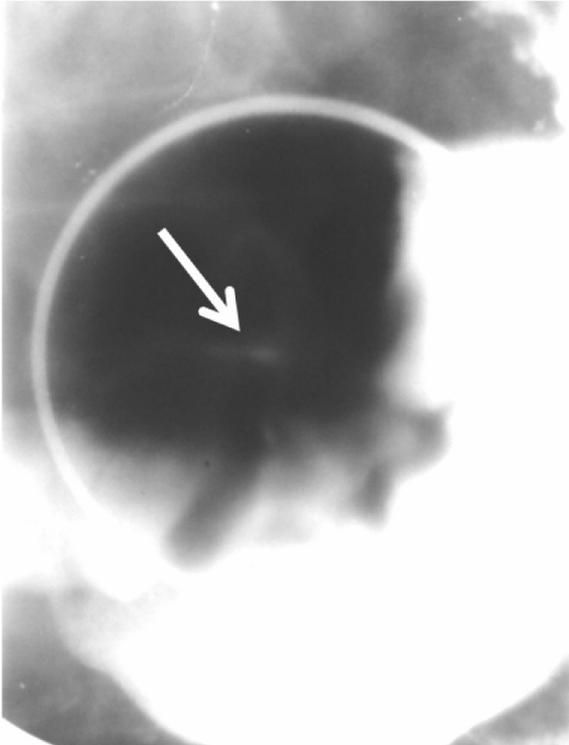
На прицельной рентгенограмме антрального отдела желудка с компрессией в фазу тугого заполнения в области малой кривизны определяется симптом “штриха”, что свидетельствует о наличии эрозии
